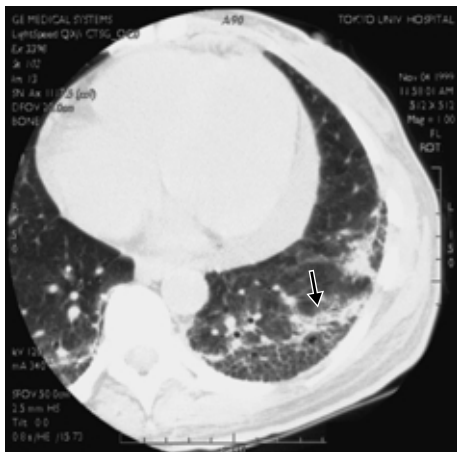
High-resolution CT on the 21st hospital day, showing pulmonary traction and bronchiolar dilation (arrow) at residual consolidation.
